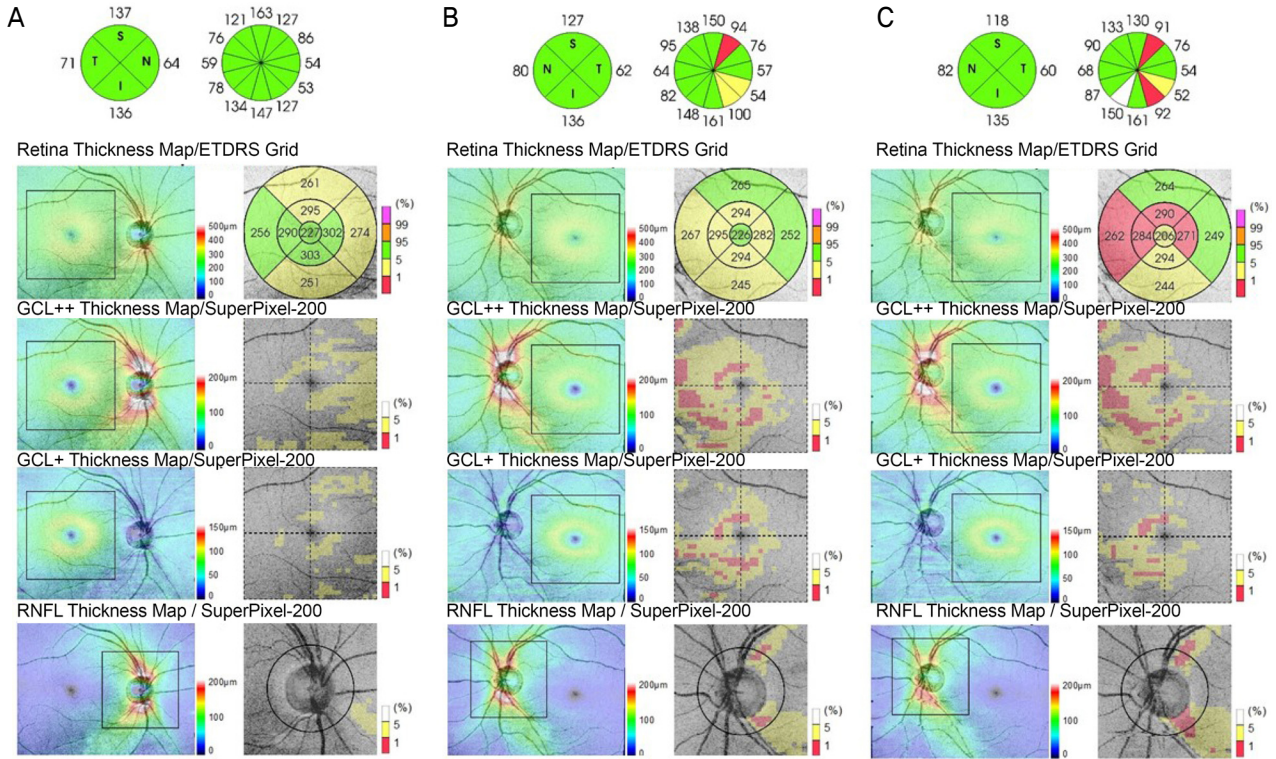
Optical coherence tomography (OCT) of a 10-year-old patient (Case 2) after steroid-induced intraocular pressure (IOP) elevation. (A, B) OCT of right (A) and left (B) eye, 4 days after IOP elevation. Thinning of peripapillary retinal nerve fiber layer (RNFL) and ganglion cell-inner plexiform layer (GC-IPL) is observed in the left eye. (C) OCT of left eye, a month after IOP elevation. RNFL and GC-IPL thinning is observed. ETDRS = Early Treatment Diabetic Retinopathy Study.
